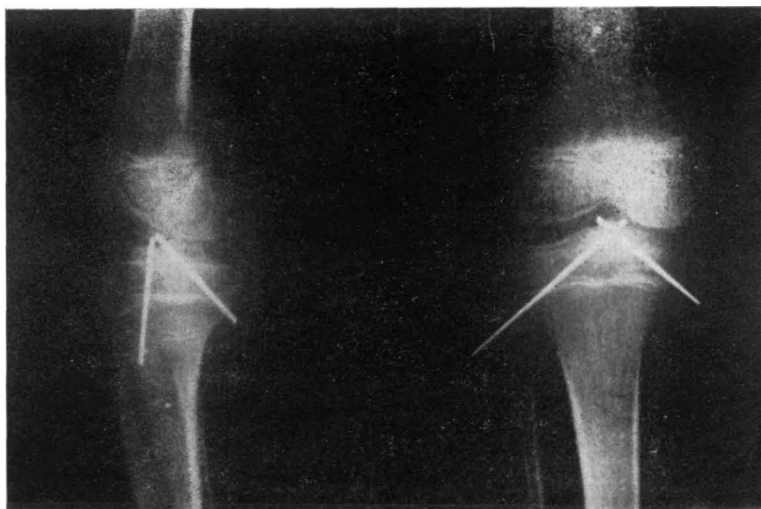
Caso 1. Radiografías postoperatorias.
